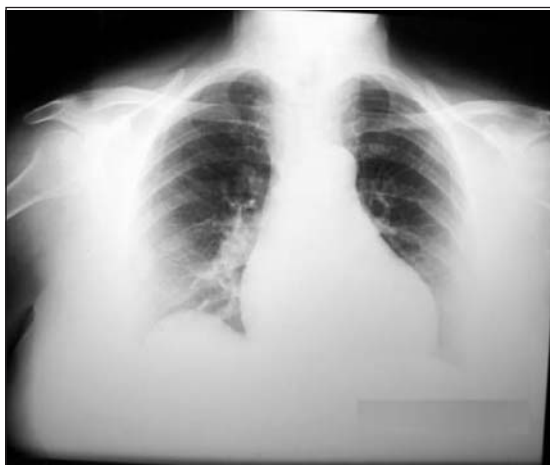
Radiografía de tórax en proyección posteroanterior donde se observa una silueta cardíaca con área en el límite superior de lo normal y acentuación del arco inferior izquierdo.
